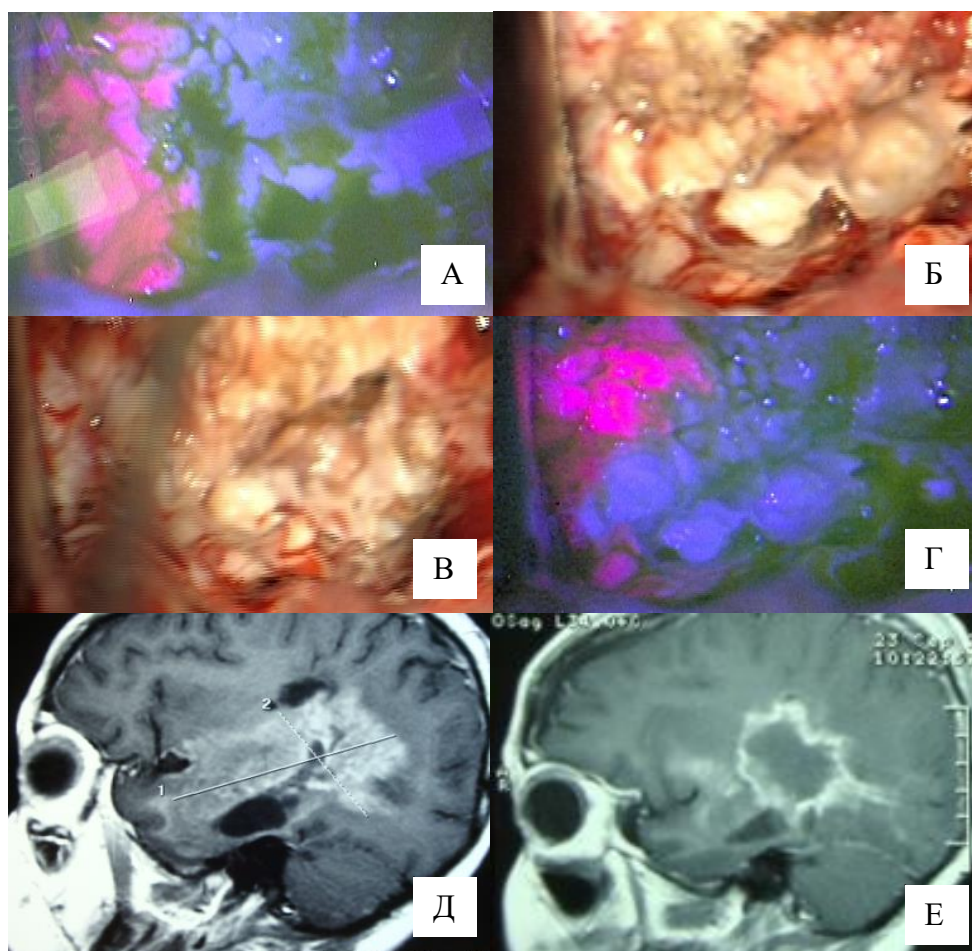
Б-ная К., 5 лет (и/б 18999-2015). Интраоперационное фото (этапы удаления глиобластомы левой височной доли) (А-Г), МРТ до и после операции (Д-Е). В белом свете границы (Б,В) бластоматозной ткани практически не различимы, однако, в режиме флуоресценции глиобластома светится ярким красным цветом (А,Г)
